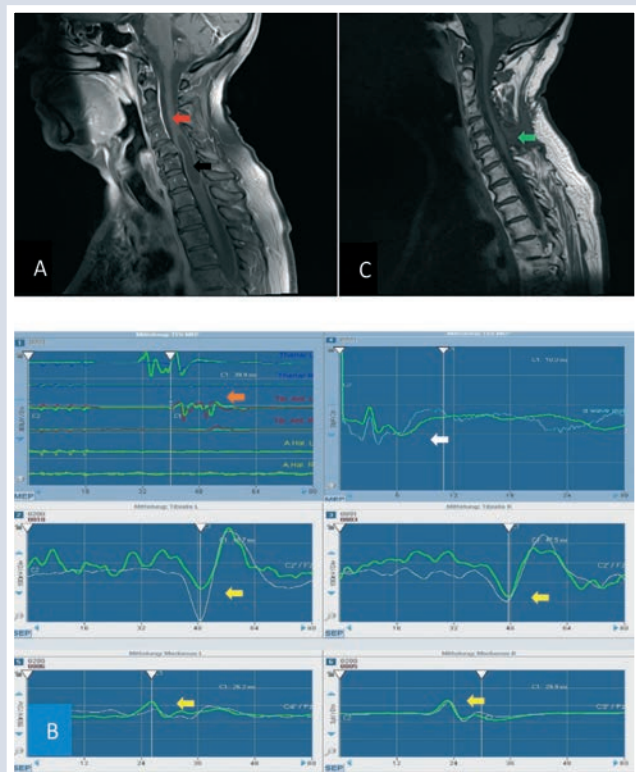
A Kernspintomographische Darstellung (MRT) eines Rückenmarkstumors bei einer fünfundfünfzigjährigen Patientin. Der rote Pfeil zeigt auf das Rückenmark und der schwarze Pfeil auf den Tumor. B Intraoperatives Neuromonitoring mit Darstellung der motorisch evozierten Potenziale (orangener Pfeil), sensorisch evozierten Potenziale (gelber Pfeil) und der D-Welle (schwarzer Pfeil). Die Signale waren bis zum Ende der Operation gut erhalten, der Patient hatte nach der Operation keine neurologischen Ausfälle. C MRT nach der Operation mit Nachweis der vollständigen Tumorentfernung. Der grüne Pfeil zeigt auf den Zugangsweg. Die Patientin konnte am 10. Tag nach der Operation nach Hause entlassen werden.
